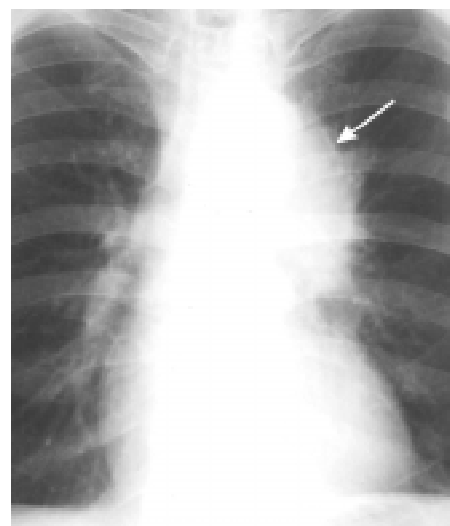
На рентгенограмі спостерігається щільний зв'язок тіні пухлини з органами середостіння. Під час операції встановлено неоперабельне поширення плоскоклітинного раку в середостіння й ураження аорти
